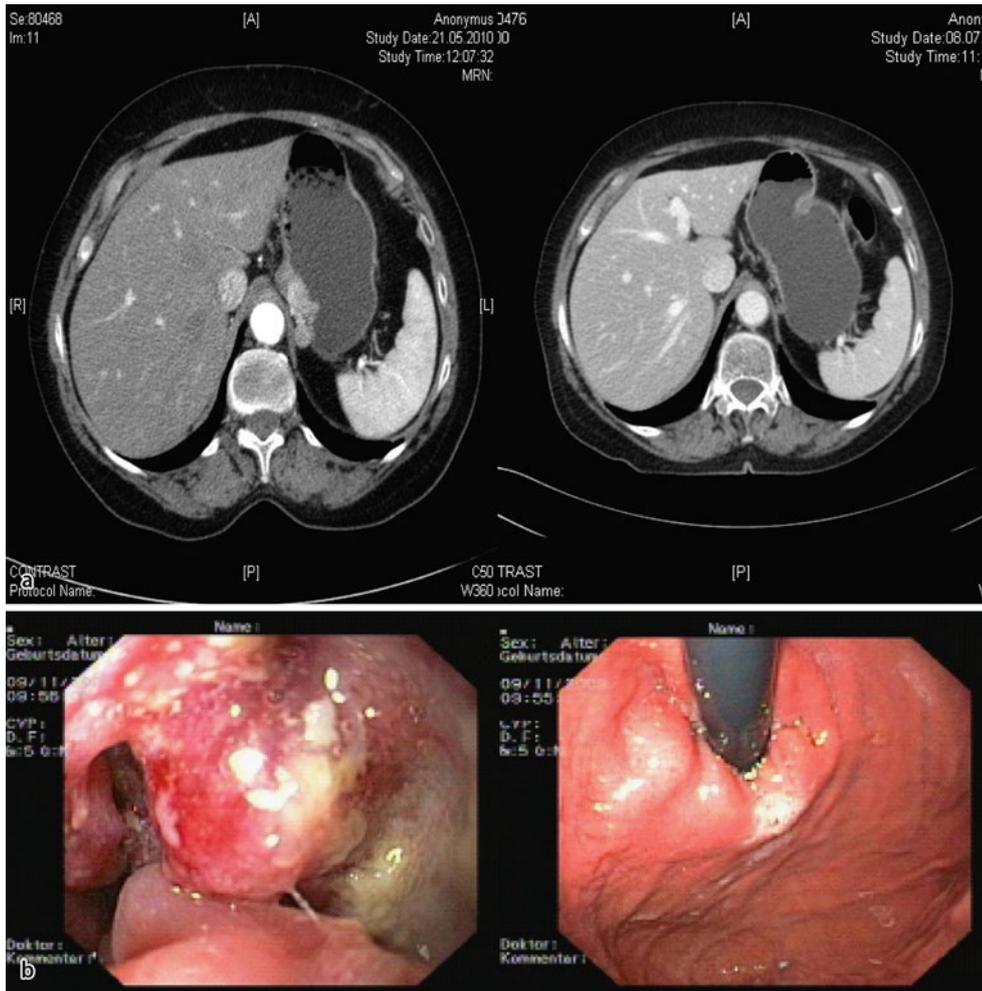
▲ Kardiakarzinom vor (*links*) und nach (*rechts*) Verabreichung des präoperativen Anteils einer perioperativen Chemotherapie nach dem PLF-Regime. a Computertomographischer Aspekt, b endoskopischer Aspekt
